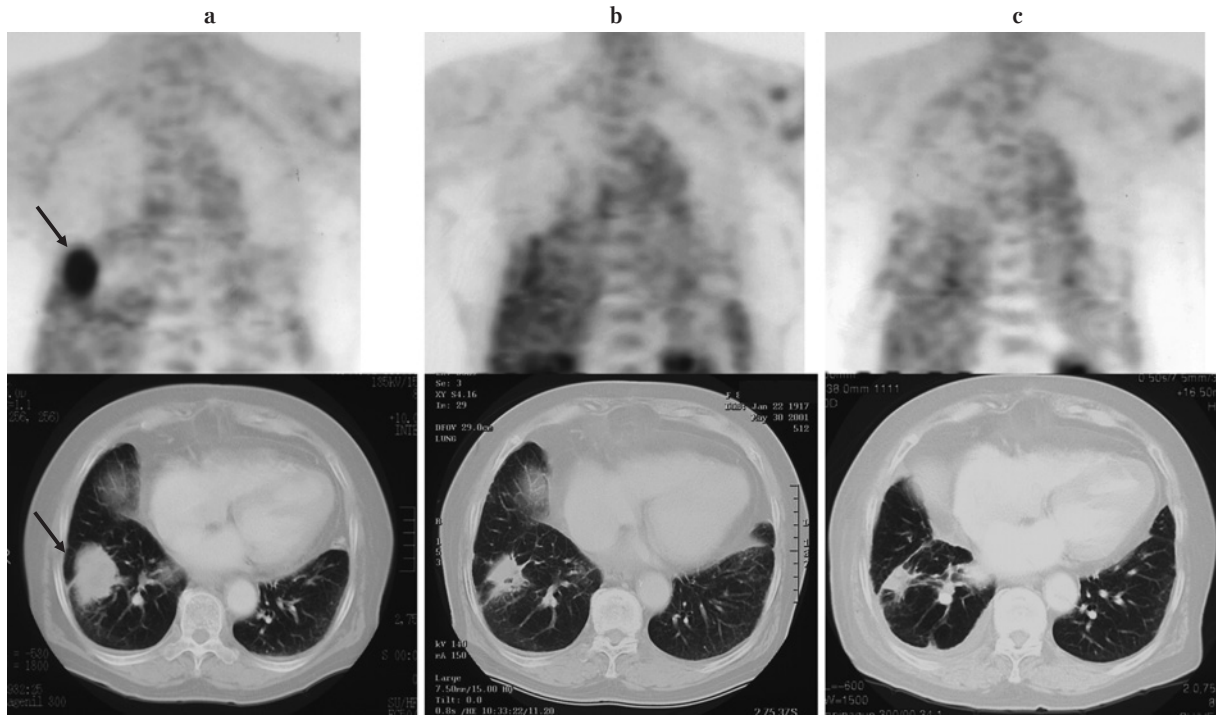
Evaluation of therapeutic effects of proton beam therapy for lung cancer. a: Before radiation therapy. Strong FDG uptake was noted in the tumor corresponding to the CT image (arrow). b: One month after radiation therapy. Abnormal deposits had completely diminished on FDG-PET, and our initial therapeutic evaluation was complete response (CR). On the other hand, there was a residual mass on CT, so our eventual therapeutic evaluation was partial response (PR). c: One year after radiation therapy. CR continued on PET, although residual mass was still recognized on CT. Clinically, the patients showed no recurrence after that time.
